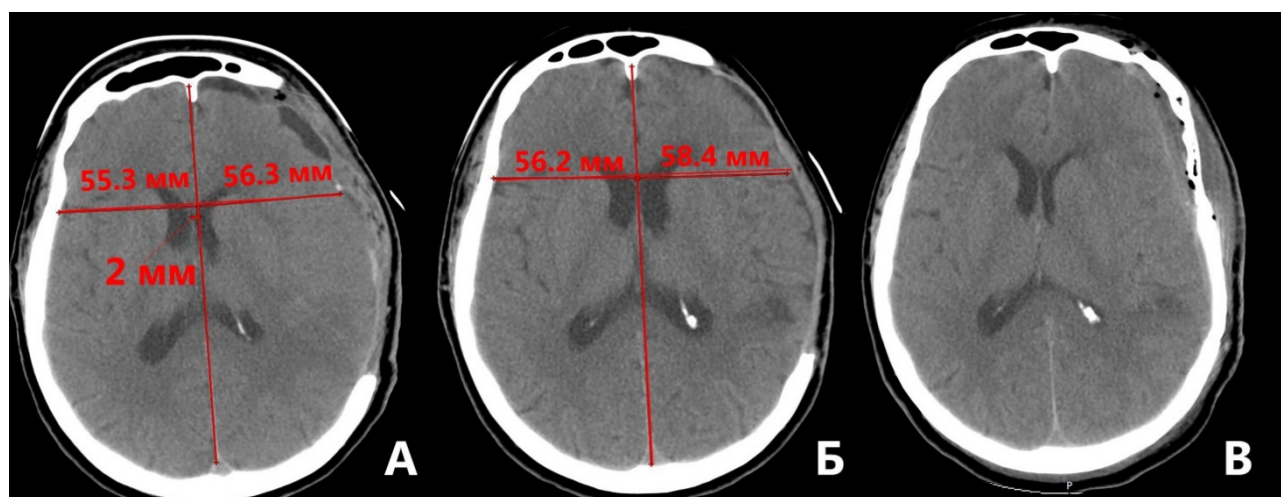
КТ после операции: А — на 3-и сутки после операции, сохраняется минимальная дислокация срединных структур пролабирования мозгового вещества не отмечается (1 мм). Б — на 6-е сутки после операции, отсутствие дислокации срединных структур, минимальное пролабирование мозга в трепанационный дефект (2,2 мм). Небольших размеров очаг в височно-теменной области. В — краниопластика аутокостью через 2 месяца после выписки.
